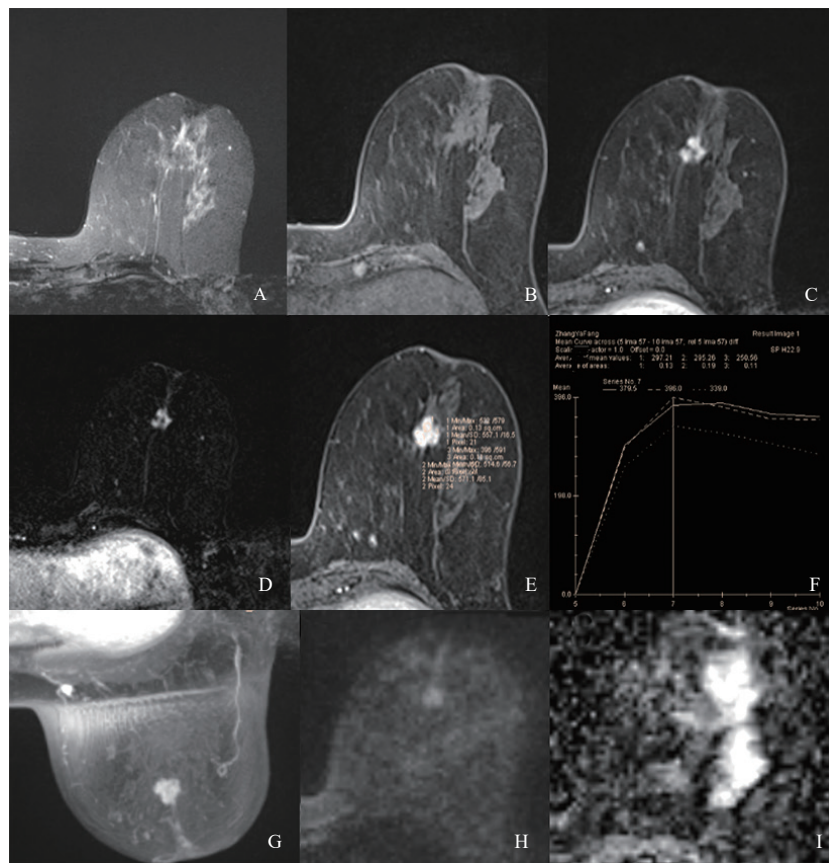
典型病例1 (患者, 62岁, SPC) 的MRI图像
